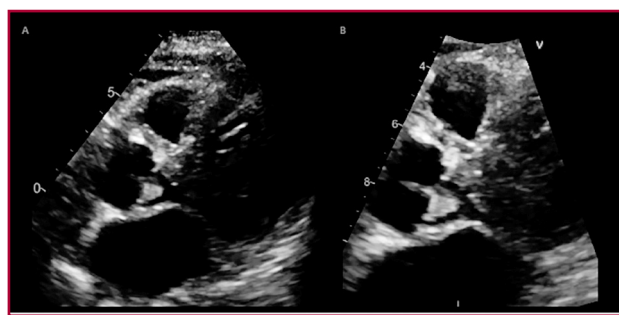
ecocardiograma transtorácico. A: eje largo paraesternal, en la cara ventricular del velo no coronario de la válvula aórtica se objetiva una imagen nodular sésil de 9 × 6 mm. B: zoom sobre la imagen nodular.
